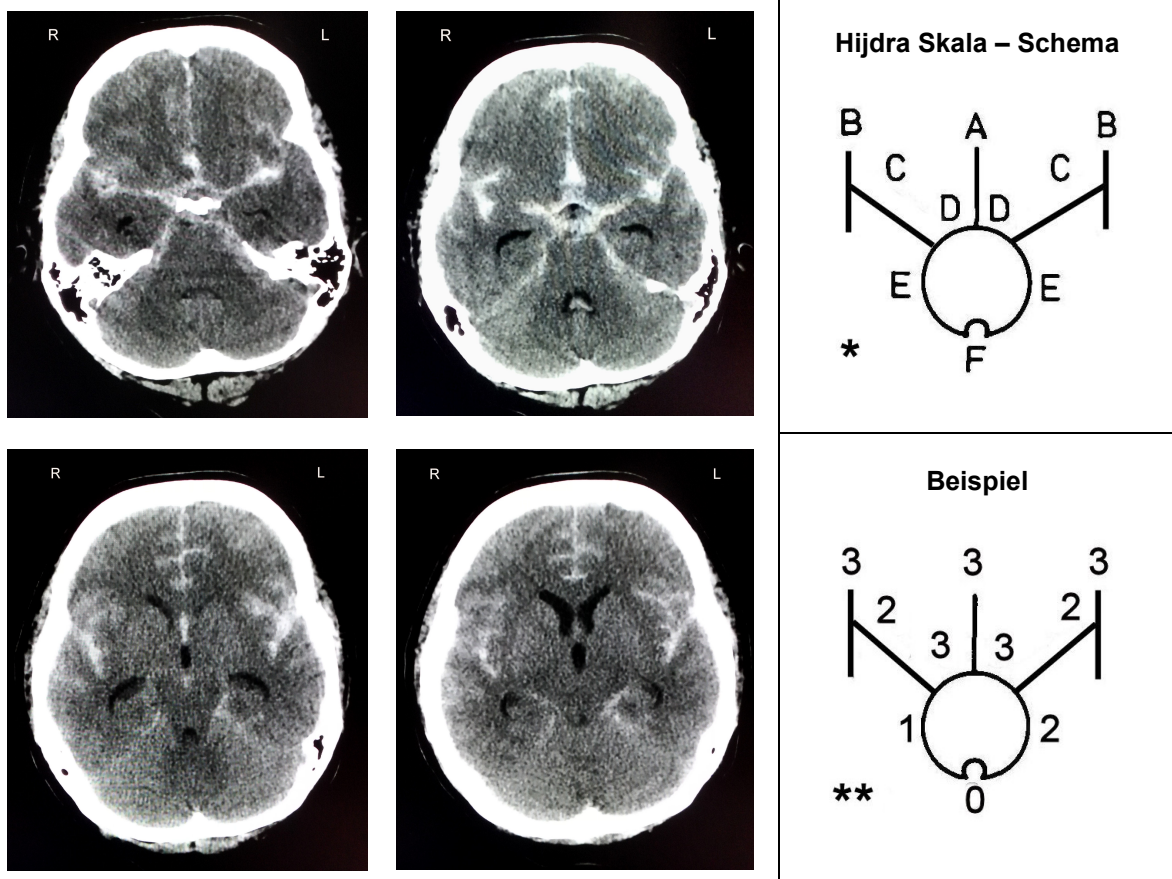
Die Hijdra Skala mit dem Sum Score System der Zisternen und Fissuren: CT-Scan einer 50-jährigen Patientin etwa 6 Stunden nach SAB durch ein rupturiertes Aneurysma der Arteria communicans anterior (Abbildung modifiziert nach: Hijdra A, Brouwers PJ, Vermeulen M, et al. 1990. "Grading the Amount of Blood on Computed Tomograms after Subarachnoid Hemorrhage." *Stroke* 21 (8): 1156–61.).
